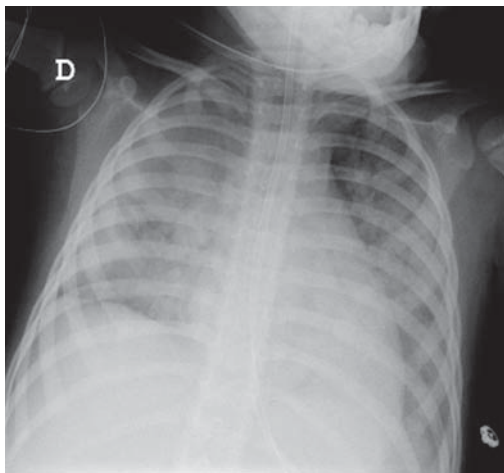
Radiografía de tórax del paciente.
